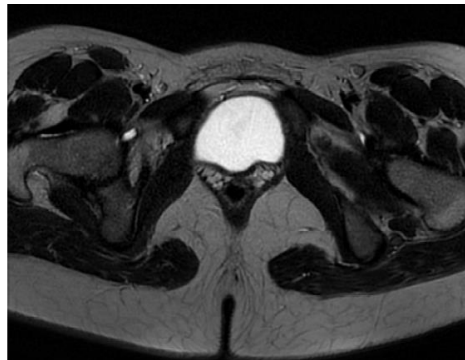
Corte axial RM pelvis
